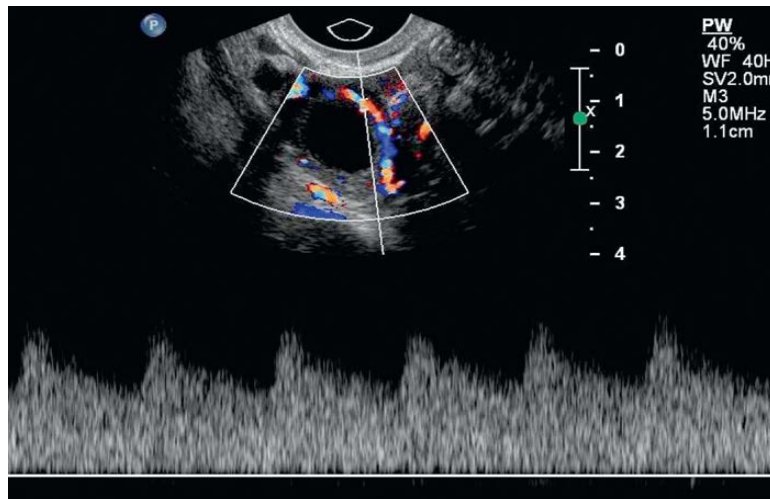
Image d'un ovaire droit pendant la phase lutéale montrant une néovascularisation dans la paroi du corps jaune avec une forme d'onde de faible résistance sur le Doppler à ondes pulsées. (23)
